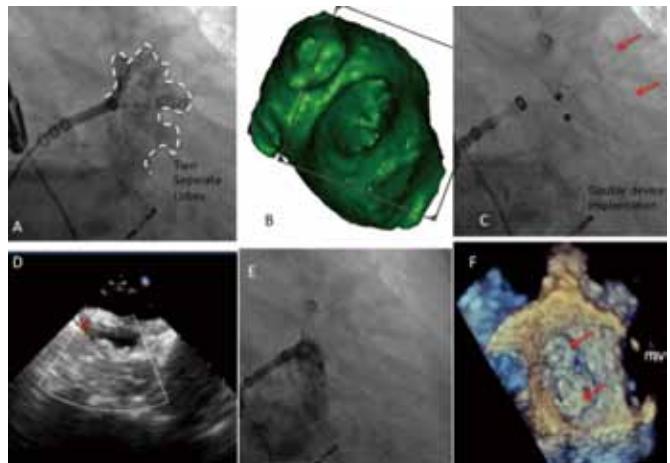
双左心耳封堵器植入的术中资料 A: 造影提示左心耳呈双叶状； B: 嵴状的梳状肌将左心耳分为两个独立分叶； C: 两枚封堵器密闭了双分叶的口部； D-E: 多普勒超声和造影均证实左心耳和左房间不存在分流； F: 植入后，超声三维重建下观察两枚封堵器位于两分叶口部。
